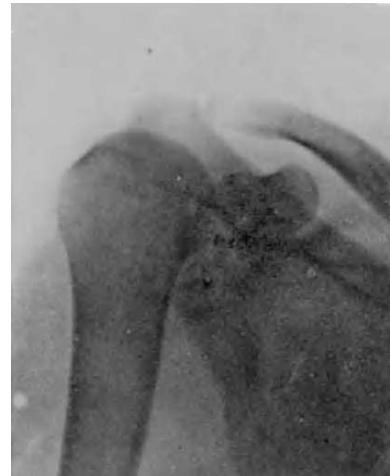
Los puntos de fijación ósea fueron de hilo flexible de acero. Dada la finura del material que solemos emplear, es difícil el llegarlos a percibir en radiografías anteroposteriores.
